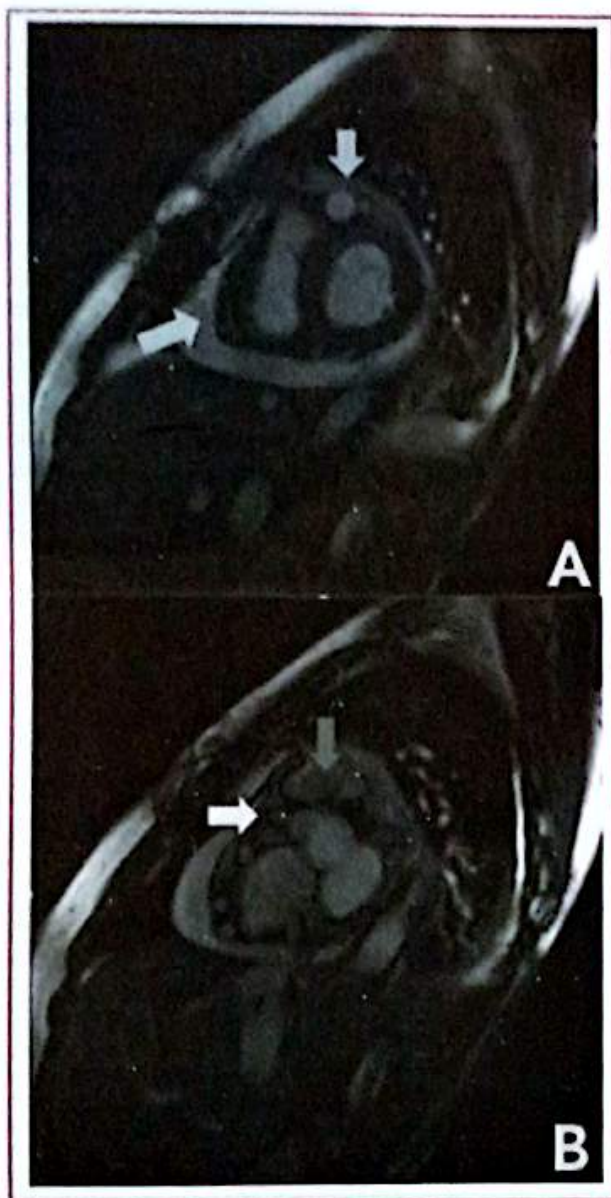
A. Resonancia magnética cardíaca, eje corto a nivel de los segmentos medios, donde se observan el tronco de la coronaria izquierda dilatado (flecha superior), numerosas fistulas de trayecto tortuoso a nivel epicárdico (flecha inferior), derrame pericárdico leve. B. Resonancia magnética cardíaca, eje corto a nivel de los segmentos basales; se evidencia la emergencia del tronco de la coronaria izquierda reimplantado (flecha superior) y de la coronaria derecha (flecha inferior) a nivel de la arteria aorta.
